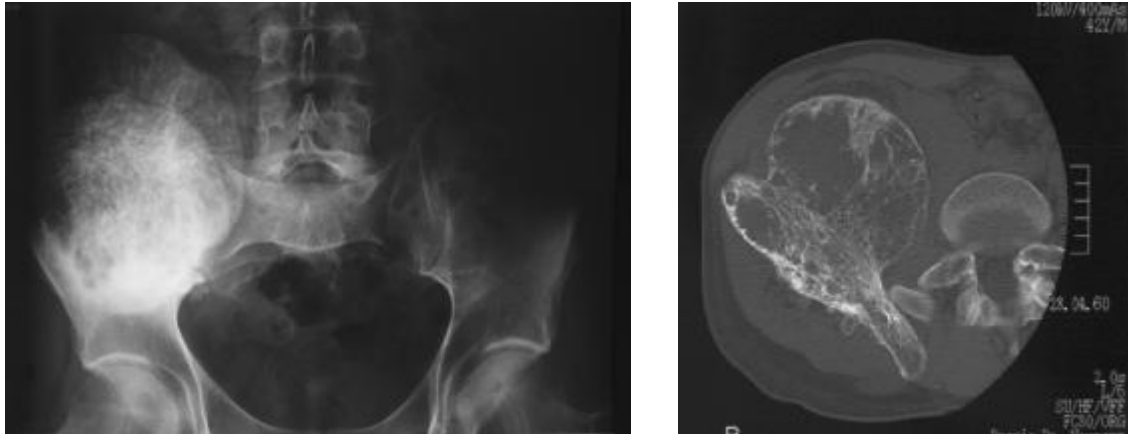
kavernoöses Hämangiom (M.-Nr.: 2003/1075, links: Röntgenbild, rechts: CT-Aufnahme)
